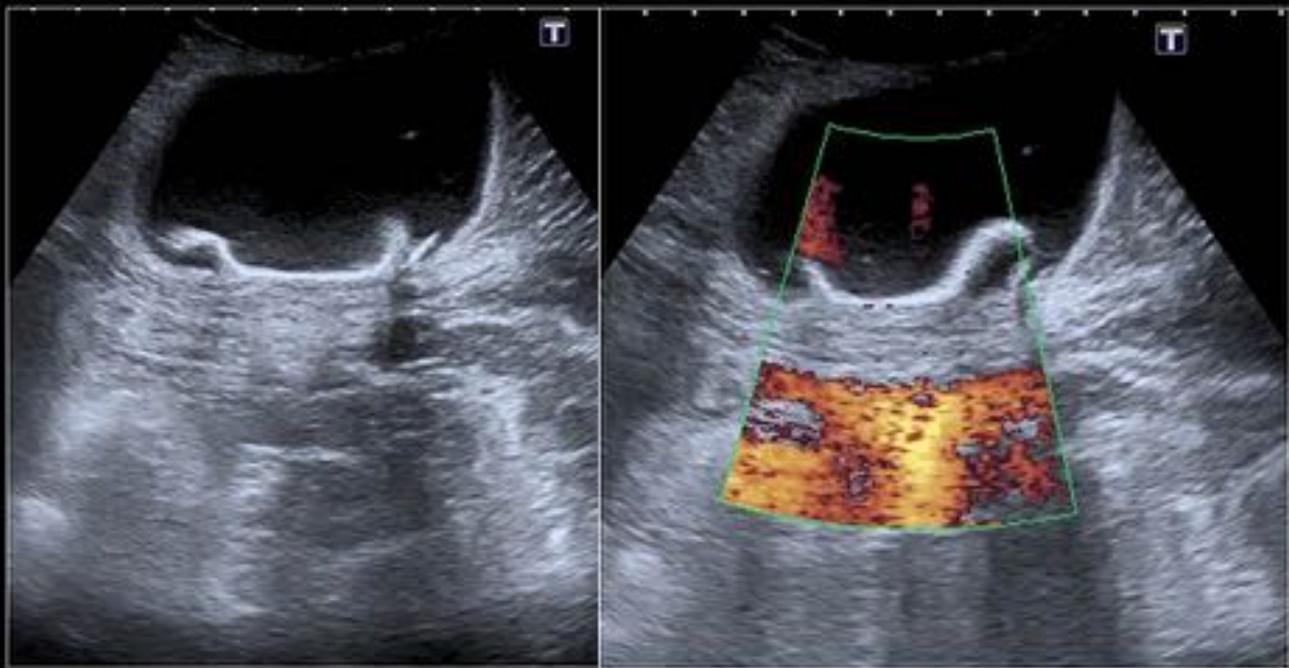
Seroma umbilical .En ocasiones los pacientes en DCPA con hernias reparadas consultan por bultos en las zonas herniarias que plantean el diagnóstico diferencial entre reherniaciones o colecciones postquirúrgicas (seromas). La ecografía es especialmente útil para diferenciar estos dos escenarios posibles, al permitir valorar el comportamiento dinámico de estas lesiones tras la realización de maniobras de Valsalva permitiendo el manejo adecuado del paciente.
